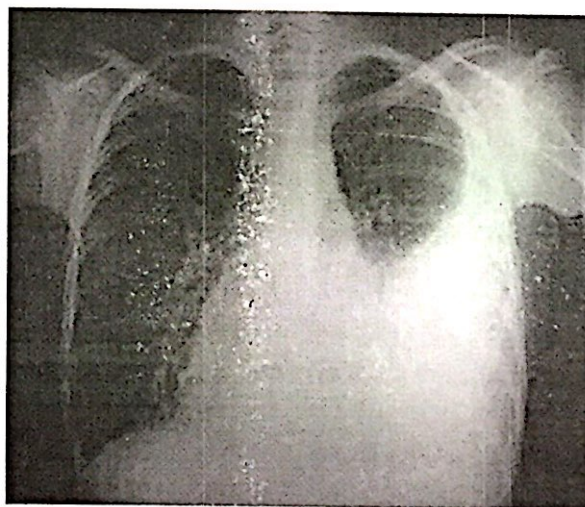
Radiografia com hemotórax à esquerda.
